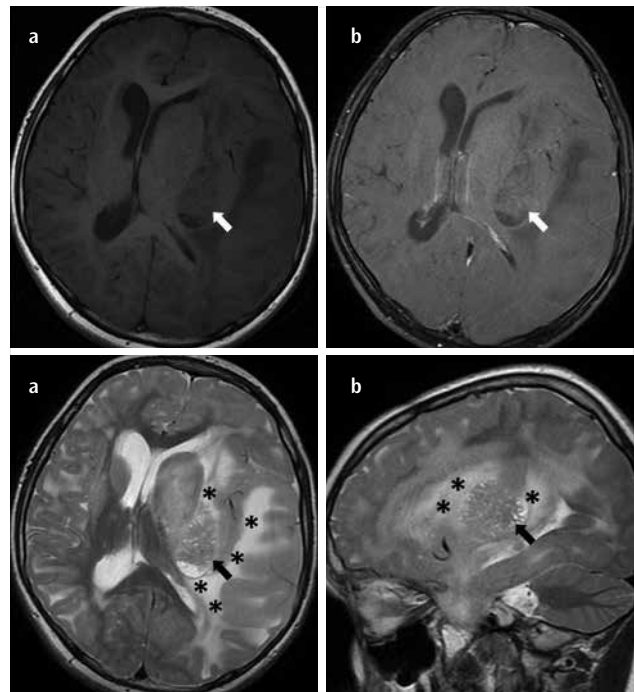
a-d. Control MRI examination performed 6 months after the first MRI examination demonstrated the progression of the left cerebral mass (white arrows), which shows minimal contrast enhancement on T1-weighted images (a, b). Axial and sagittal T2-weighted images demonstrate a heterogeneous mass lesion (black arrows) with small cystic component and perilesional vasogenic edema (asterisks) (c, d). The left basal ganglia and lateral ventricles are compressed. Midline shift to the right due to subfalcine herniation is seen (c).
